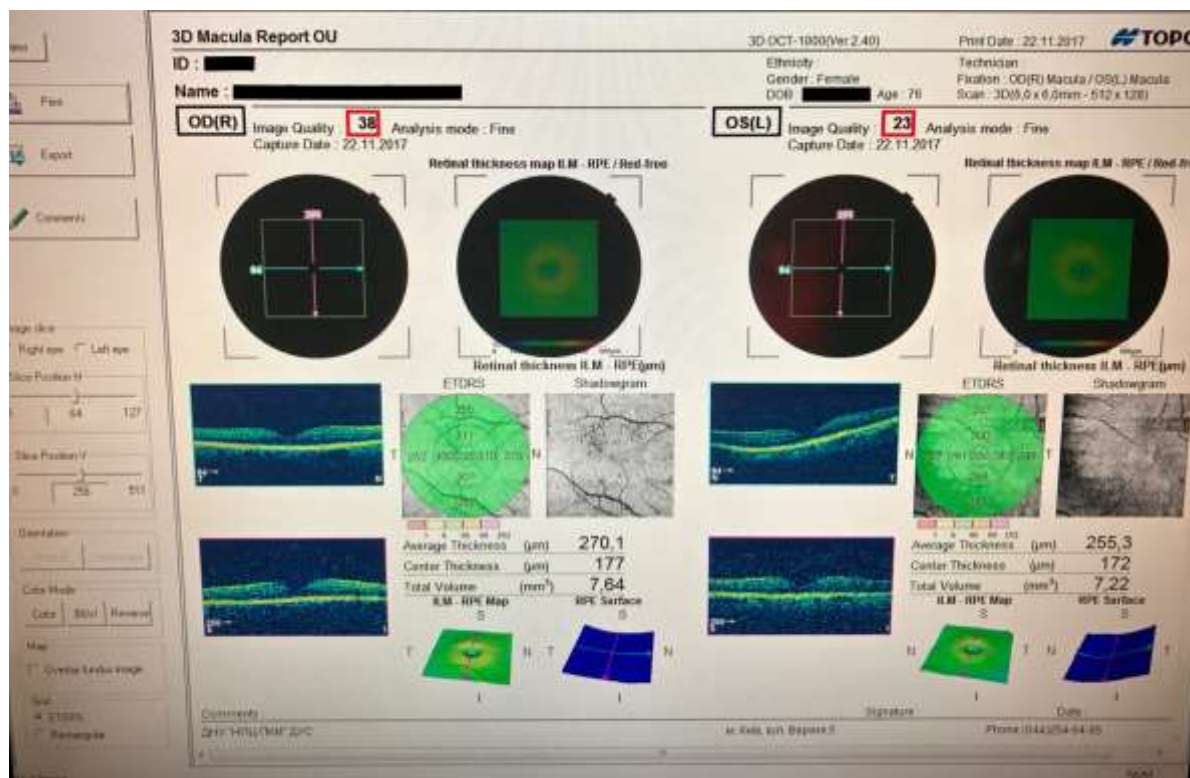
Томограма «нормальної» сітківки
